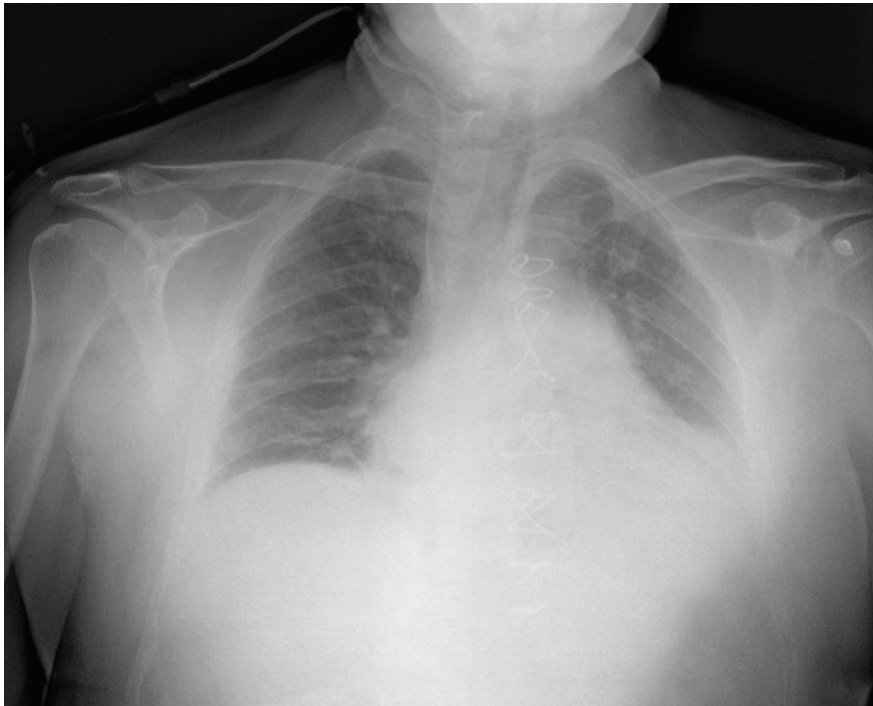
Рентгенографія пацієнта на 4-ту добу після проведення операції (стан після трансплантації серця, вилучення LVAD та роздренування)
